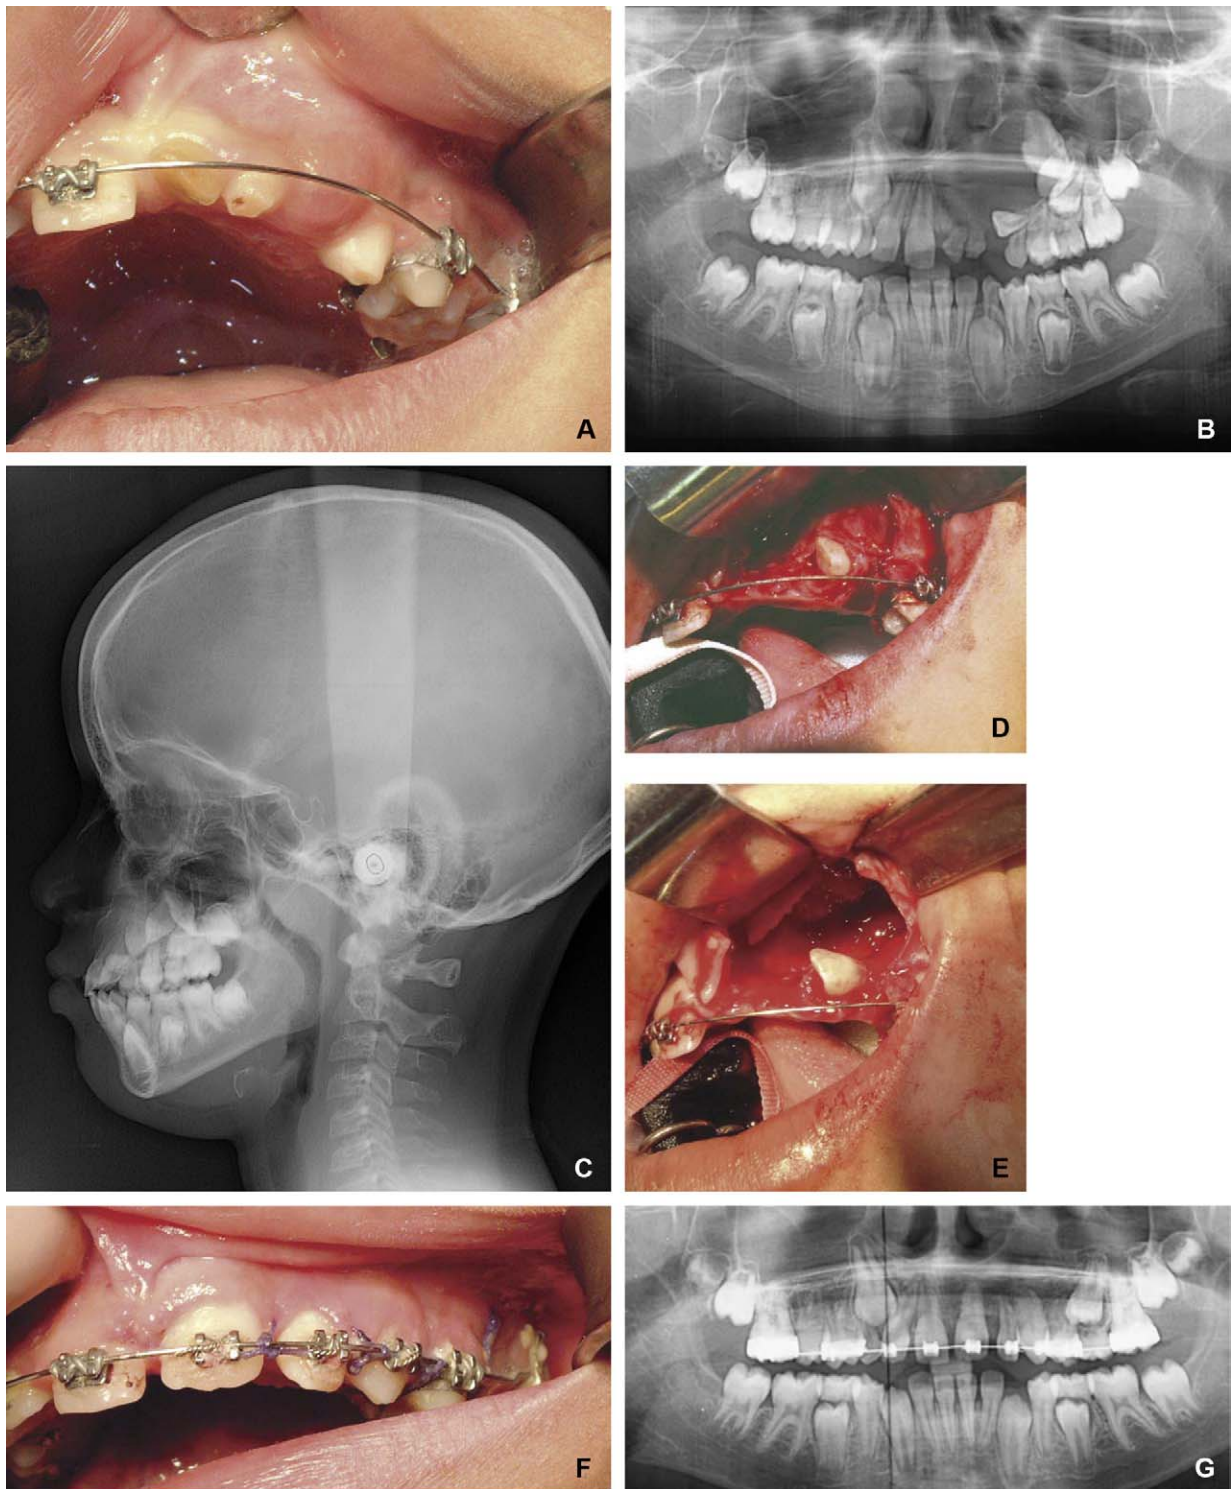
(A à G) Volumineux kyste maxillaire gauche refoulant 21, 22 et 23 chez un jeune garçon. Vues avant, pendant et après l'exérèse du kyste et la remise en place chirurgicale des trois dents refoulées. Radiographies pré- et postopératoires.
